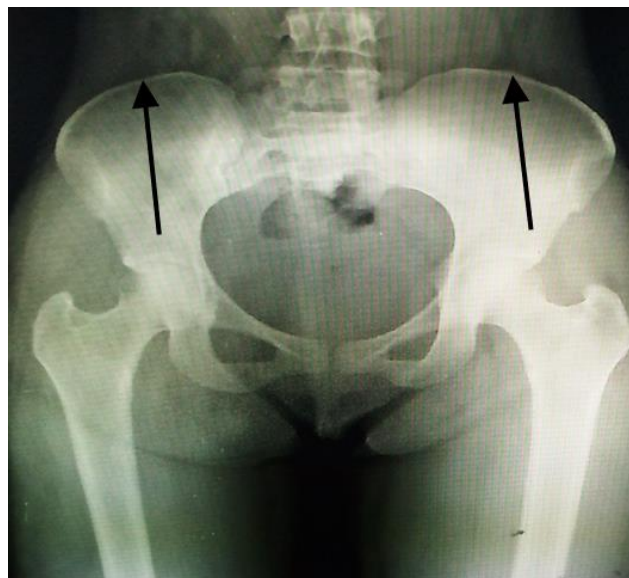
Radiographie du bassin montrant l'ossification totale des ailes iliaques avec indice de Risser coté à 5 (voir flèches)
